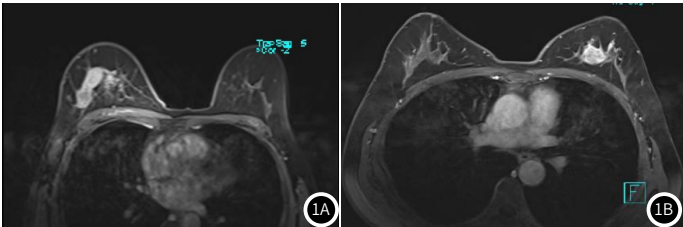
DCIS病变情况。1A：MRI-DWI可见左侧乳腺内肿块样强化病灶，边缘清晰，强化均匀；1B：MRI-DWI可见右侧乳腺内不规则肿块，边缘规则，强化不均匀。
